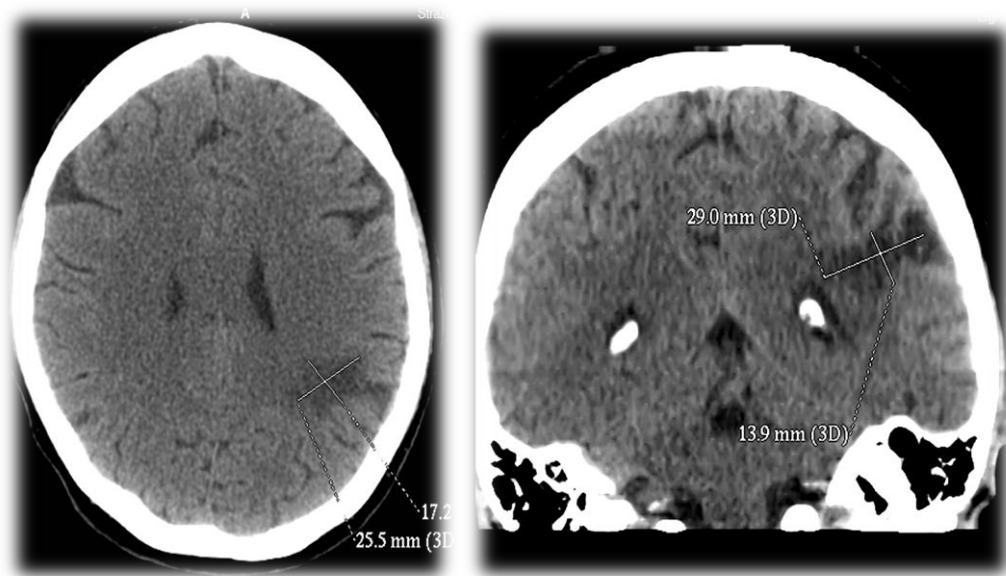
Мультиспіральна комп'ютерна томографія зображення великих поверхневих німих мозкових інфарктів ≥ 15 мм.
